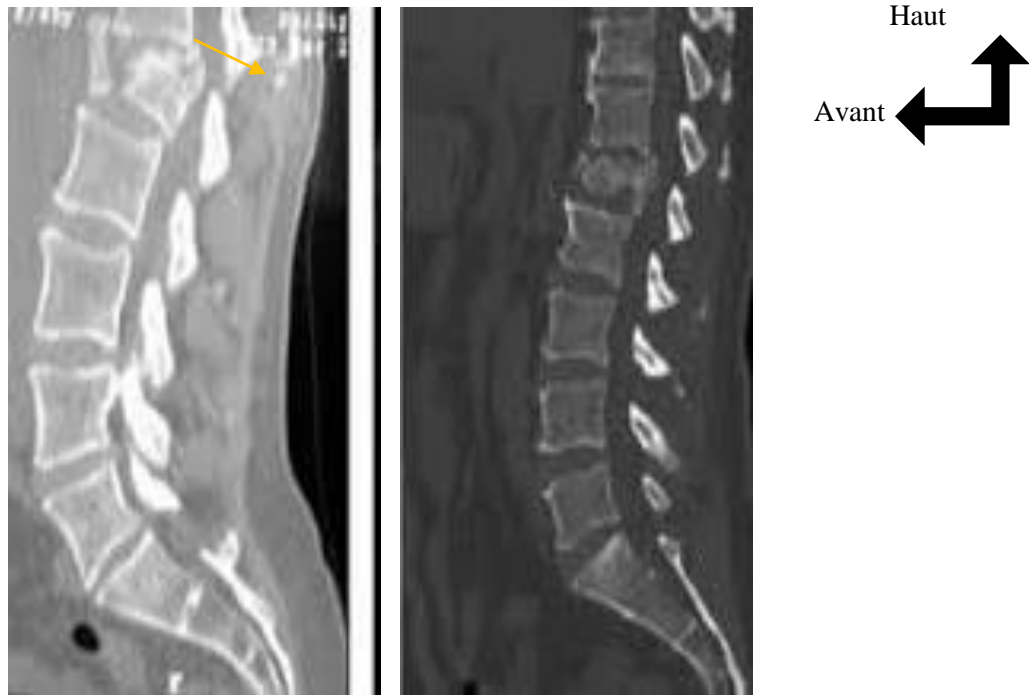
Fracture de L1 type A3 de Magerl à la TDM en coupes sagittales (flèche orange) (47)
